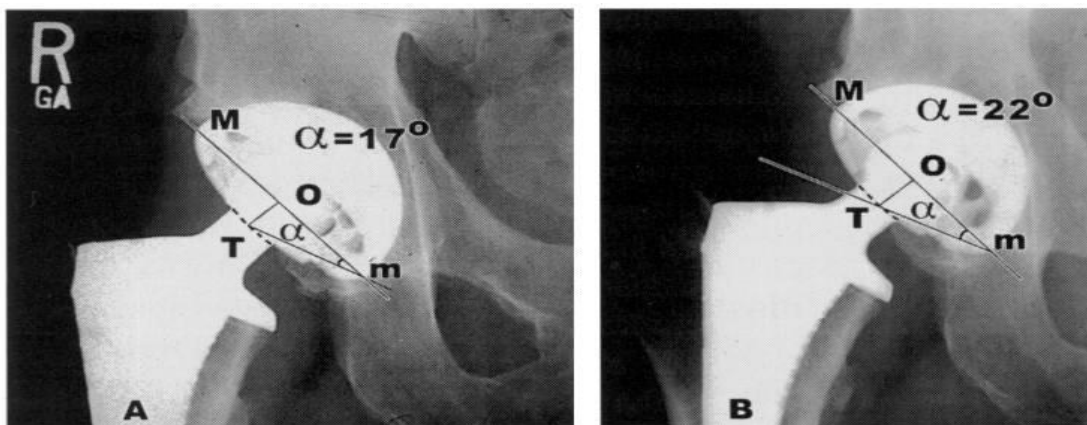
Mesure de l'antéversion de la cupule acétabulaire sur une radiographie du bassin de face (d'après Dorr et Wan,) *Clin Orthop*, 1998, 355)[70]
